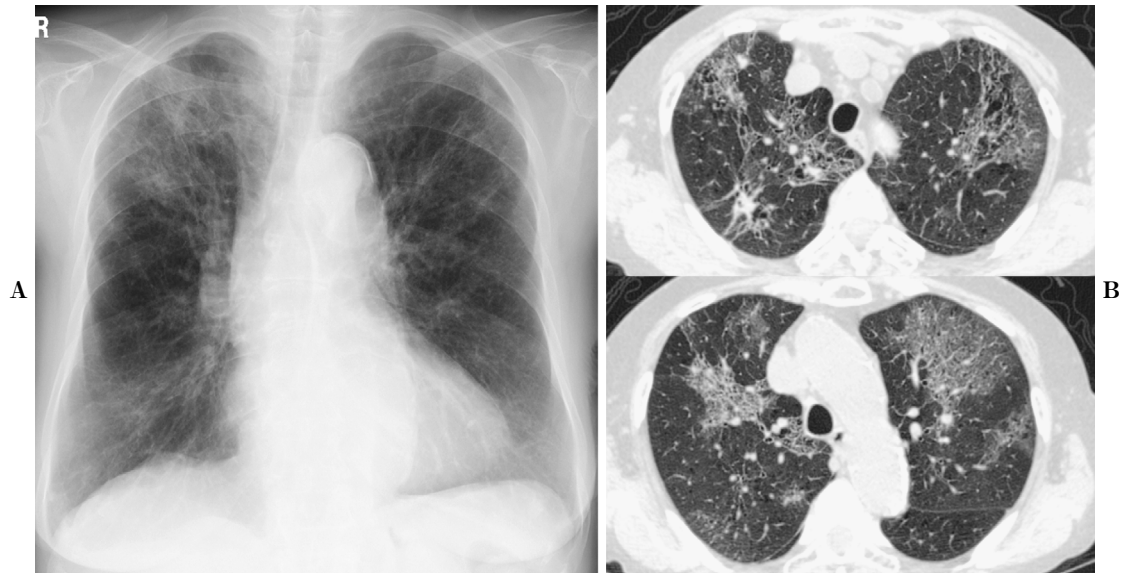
Chest roentgenography (A) and chest computed tomography (B) on admission showed ground-glass opacities in the bilateral lung.
